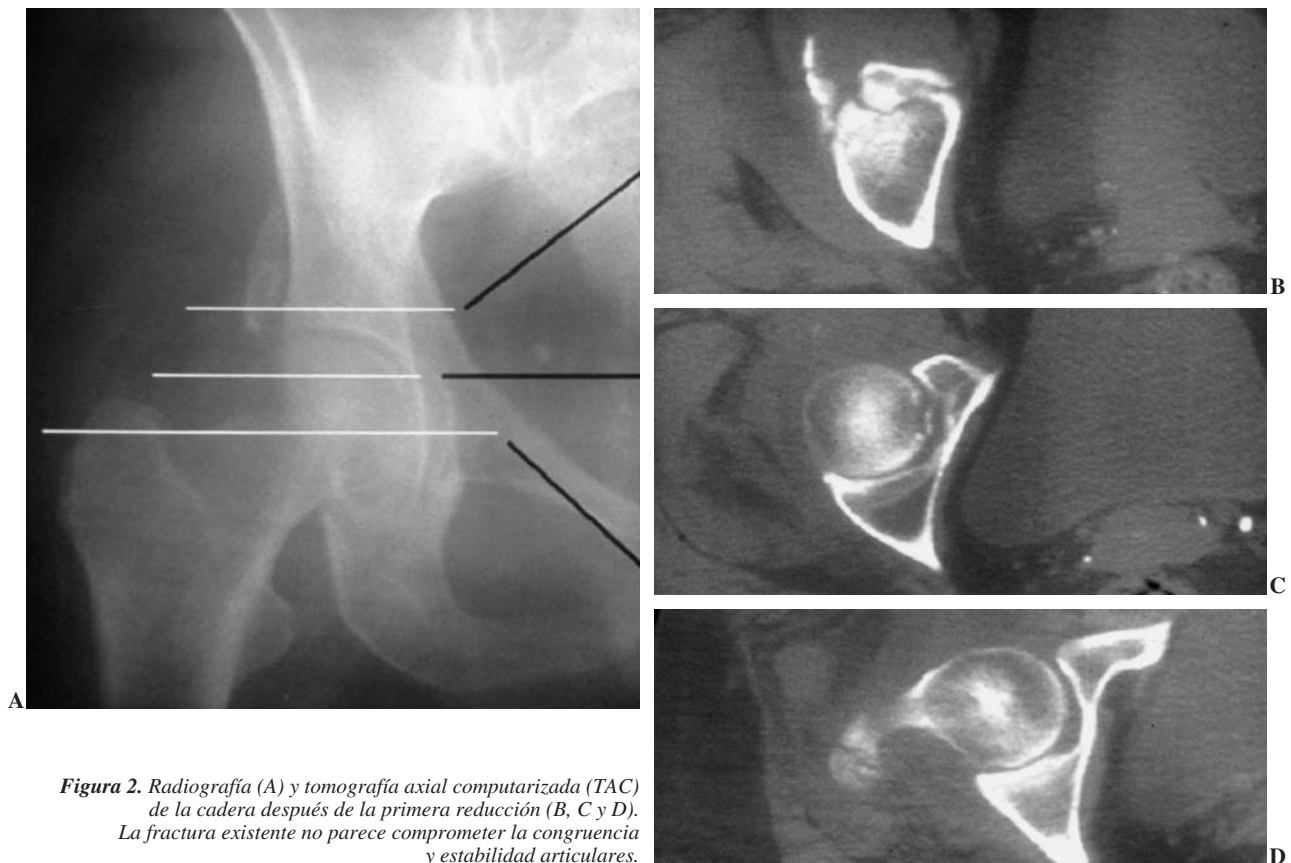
Radiografía (A) y tomografía axial computarizada (TAC) de la cadera después de la primera reducción (B, C y D). La fractura existente no parece comprometer la congruencia y estabilidad articulares.
